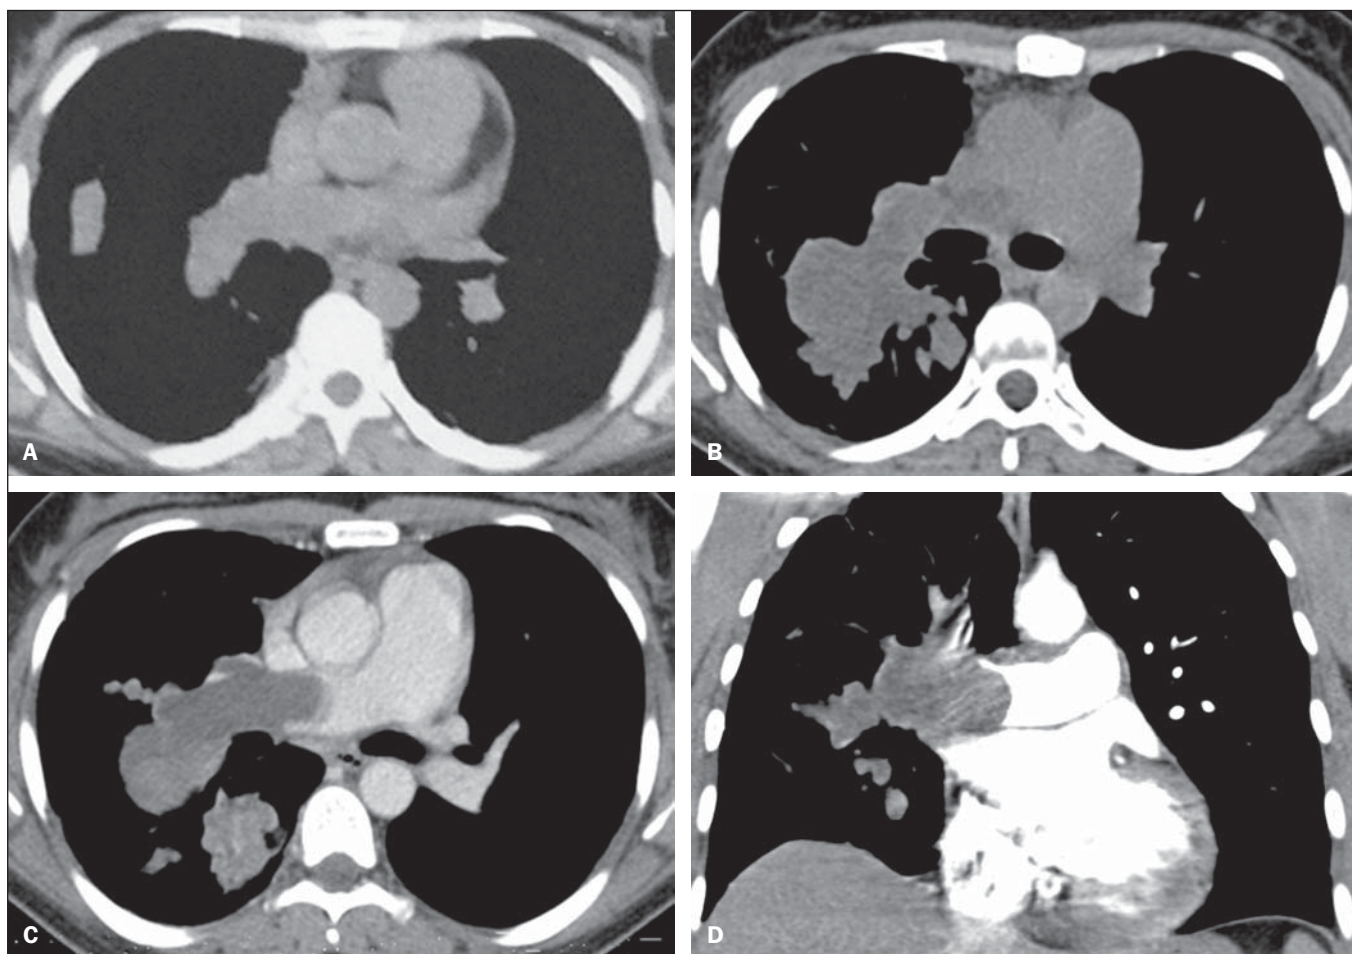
Tomografia computadorizada do tórax no plano axial (A) demonstrando imagem hipodensa ocupando a luz da artéria pulmonar direita, que apresenta diâmetro preservado. Tomografia computadorizada evolutiva sete meses depois, nos planos axial (B,C) e coronal (D), com e sem contraste venoso, mostrando aumento significativo da massa intraluminal, que determina dilatação dos vasos acometidos, com áreas de realce pelo meio de contraste.
